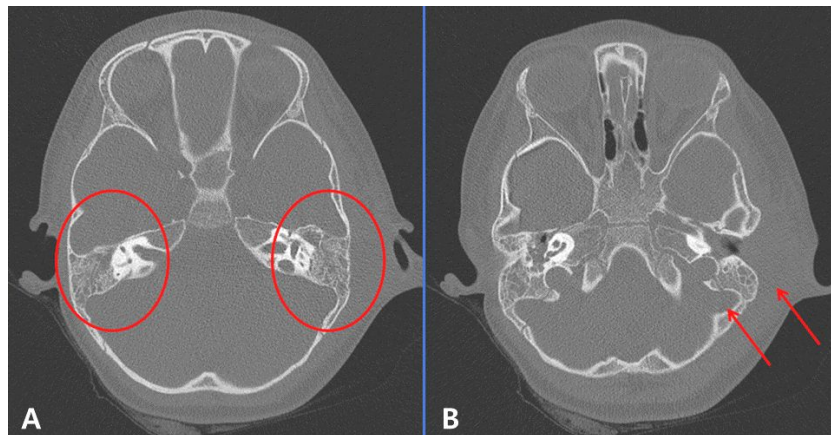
Computed tomography of temporal bone revealed both otomastoiditis (circle) (A) and abscess formation in the overlying soft tissue in left mastoid region (arrow) (B). There was a suspicious lesion of intracranial abscess formation in the left posterior cranial fossa (B).
